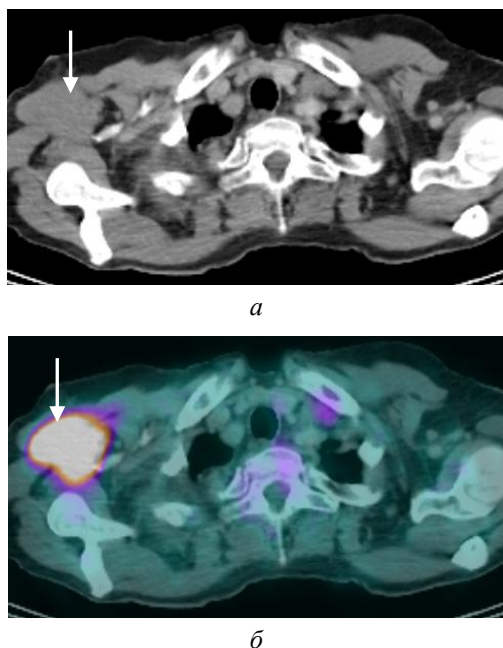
Конгломерат лимфатических узлов подмышечной группы справа при ходжкинской лимфоме. При КТ (а) определяется конгломерат лимфатических узлов подмышечной группы справа (стрелка) размерами 5,4 × 5,2 см, плотностью 37—40 HU. При совмещенной ПЭТ-КТ (б) определяется конгломерат лимфатических узлов подмышечной группы справа с повышенным накоплением РФП (SUV
